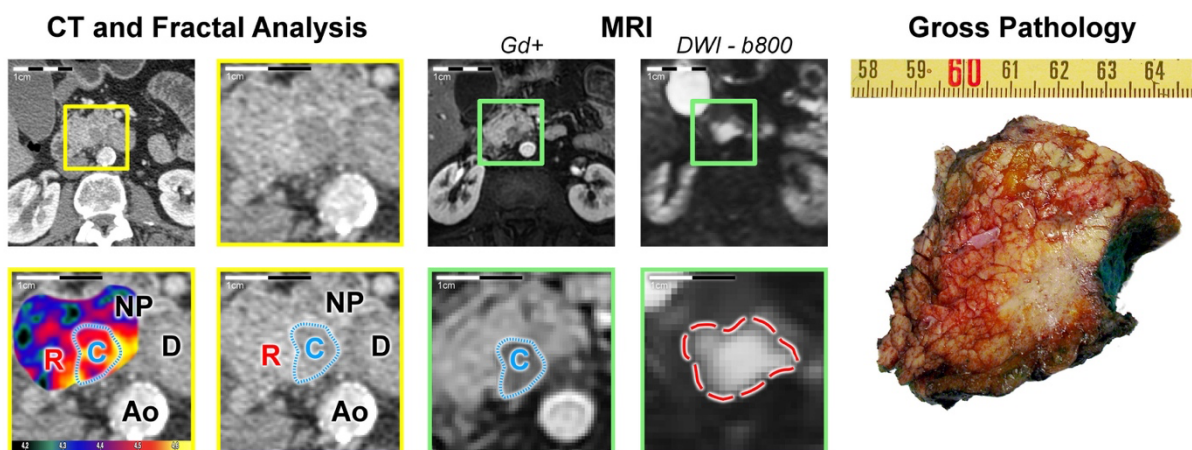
Die Karte der fraktalen Dimension ermöglicht die Visualisierung des Tumorrands, welche sowohl in der CT als auch in den Kontrastmittel-gestützten MRT-Sequenzen nicht erkennbar war, jedoch in der diffusionsgewichteten MRT-Sequenz. Als Referenz für die Tumorgrößenmessung diente das Resektat. C – Tumorkern, R – Tumorrand, NP – normales Pankreasgewebe, D – Duodenum, Ao – Aorta, Gd+ - Kontrastmittel-gestützte MRT-Sequenz (Gadolinium-haltig), DWI – diffusionsgewichtete Sequenz (b-Wert 800 s/mm²). Quelle: eigene Arbeit, adaptiert aus Originalarbeit 3: Michallek et al. 2022 Eur Radiol [34]. Lizenz: CC BY 4.0, <https://creativecommons.org/licenses/by/4.0/>
